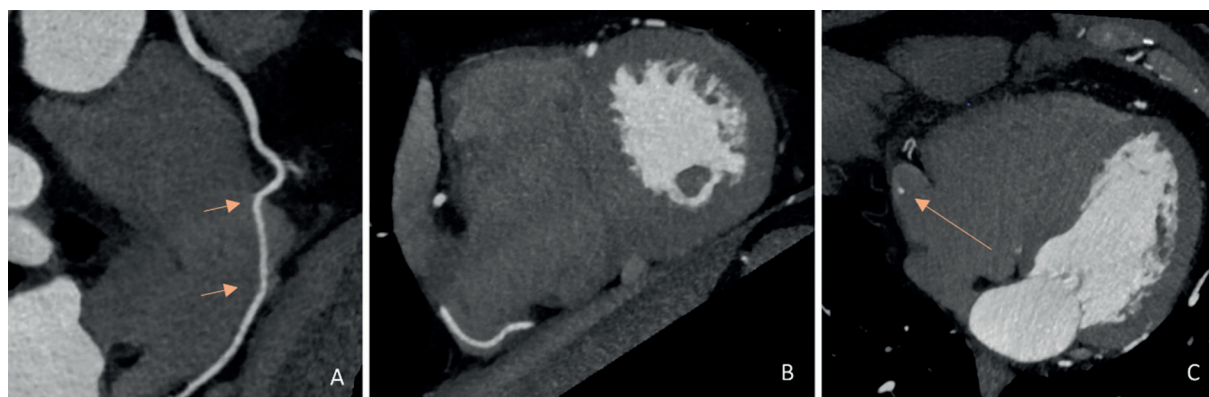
Painei A) Imagem multiplanar curva mostrando o trajeto intra-atrial da artéria coronária direita (CD) (seta); Painei B) imagem de projeção de máxima intensidade mostrando a localização intra-atrial da CD; Painei C) Imagem axial de TC do trajeto intra-atrial da CD (seta).
